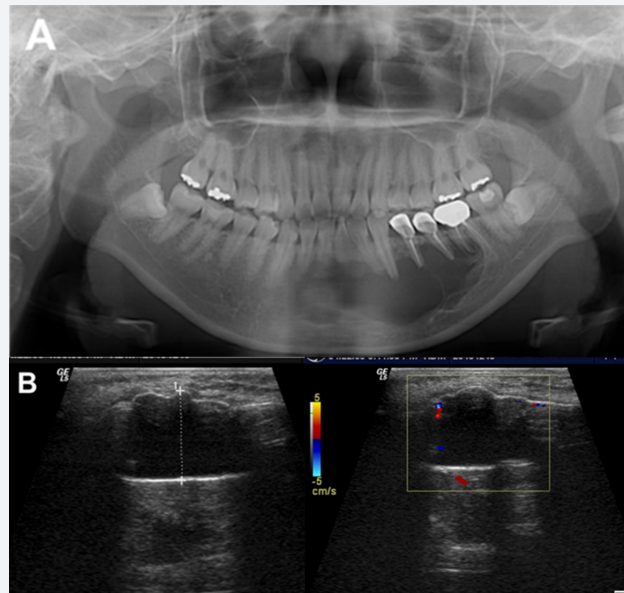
A: 파노라마방사선영상에서 단방성의 가리비 모양의 경계가 명료하고 파질화된 변연을 보이는 방사선투과성 병소가 좌측 하악체에서 관찰된다. B: 초음파영상에서 내부에 균질한 저반향을 보이고 주변부에 미약한 혈관분포만을 보여 내부 성상이 액체성 병소로 구성되어 있다.
